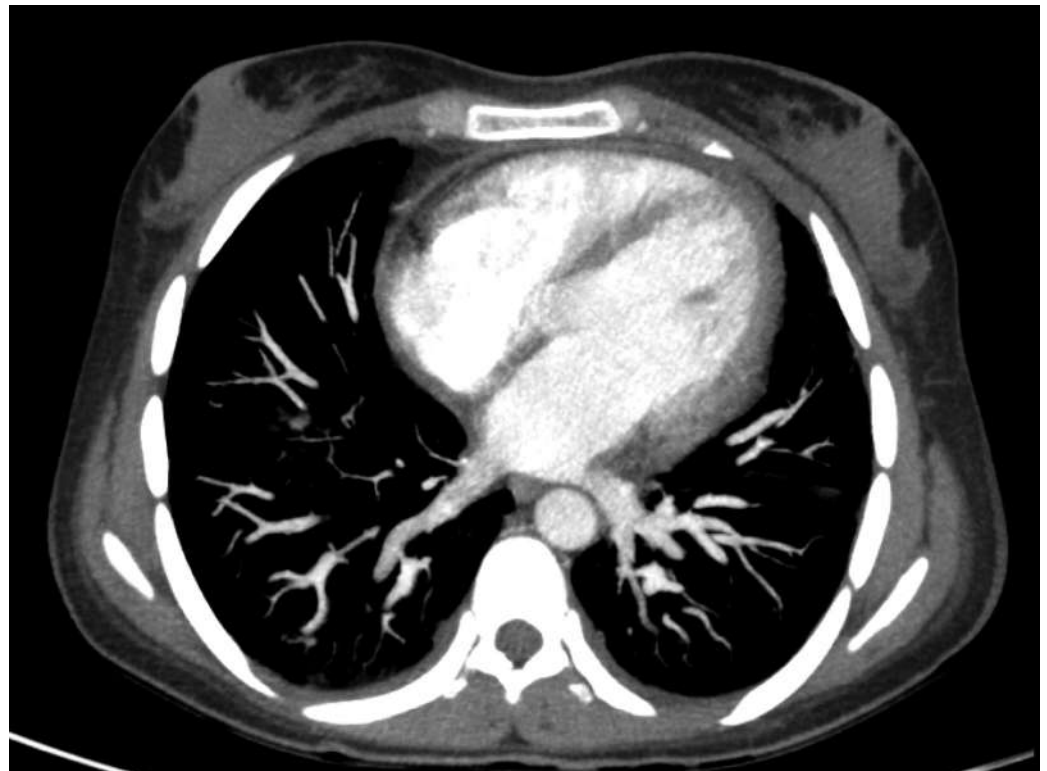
TC de tórax con contraste I.V. en eje axial, efusión pericárdica con una mayor cantidad en área de la pared posterolateral del VI, sin realce pericárdico evidente. Se asocia a pequeño derrame pleural bilateral.
